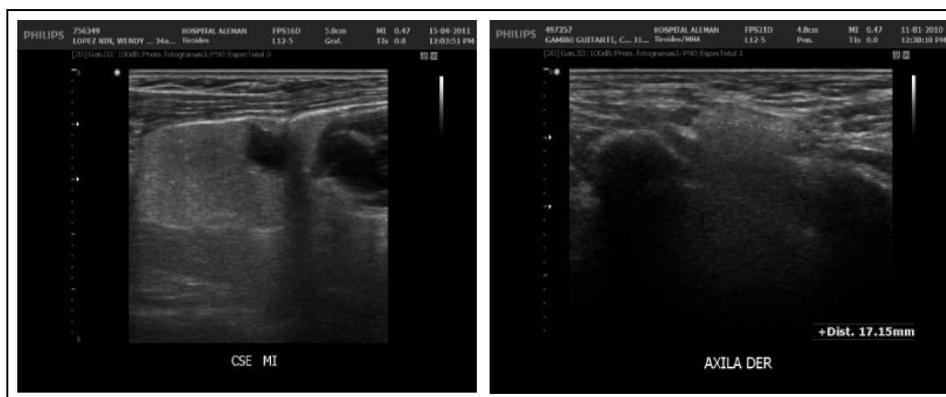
Ecografía mamaria y de región axilar. Signo de "tormenta de nieve".
